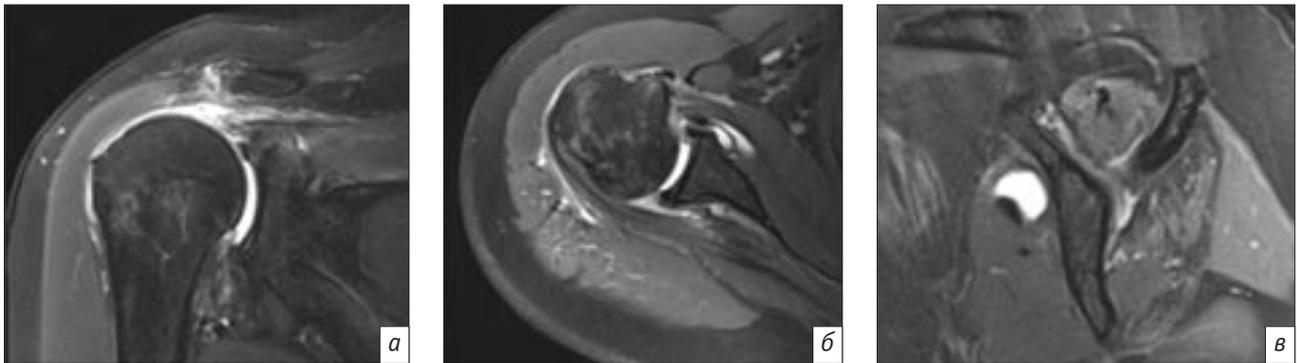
МРТ правого плечевого сустава пациентки 48 лет через 4 мес после вывиха плеча:
